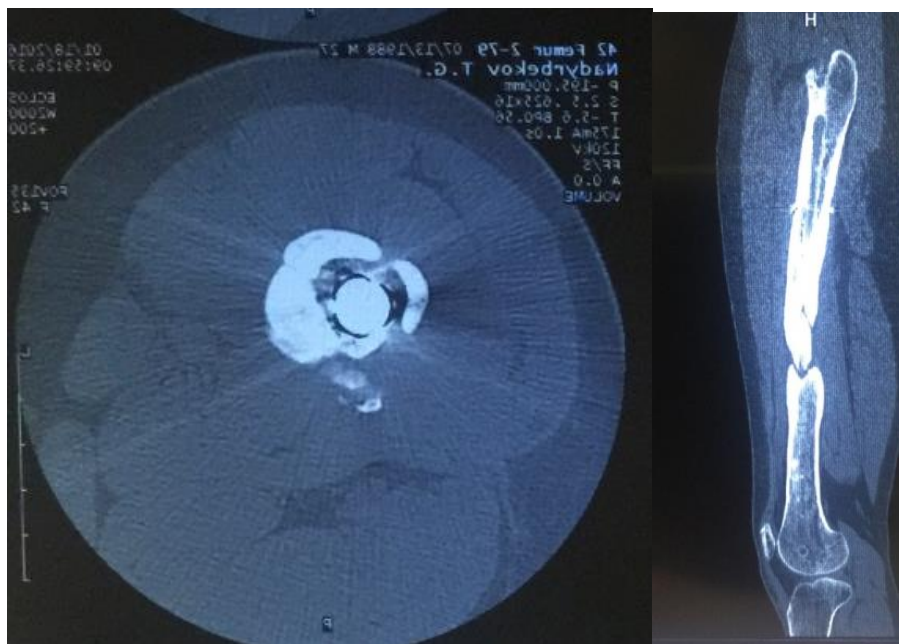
КТ пациента с хроническим остеомиелитом правой бедренной кости
